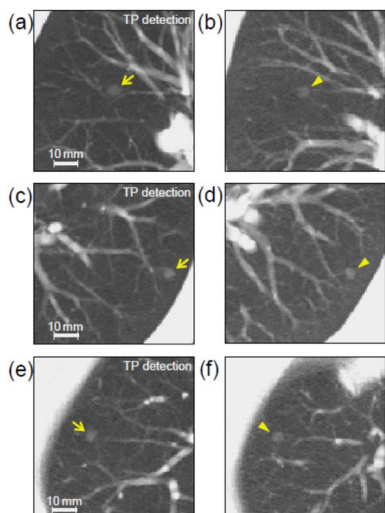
(a), (c), (e)は, CADによって true positive として検出された肺がん疑い結節 (矢印) を含む3例の検診CT画像. (b), (d), (f)は, それぞれに対応する virtual noduleで, 検診CT画像の類似解剖構造位置に配置. CADによっていずれも true positive として検出された. 検診CT画像は, 結節を含む中心スライスと前後のスライスの計3スライスにより maximum intensity projection 画像を生成. virtual nodule の object function の直径-コントラスト (結節密度とバックグラウンド間) は, それぞれ 6.0mm-250HU (b), 5.5mm-350HU (d), 5.6mm-310HU (f). 文献18) Fig. 4より許諾転載
